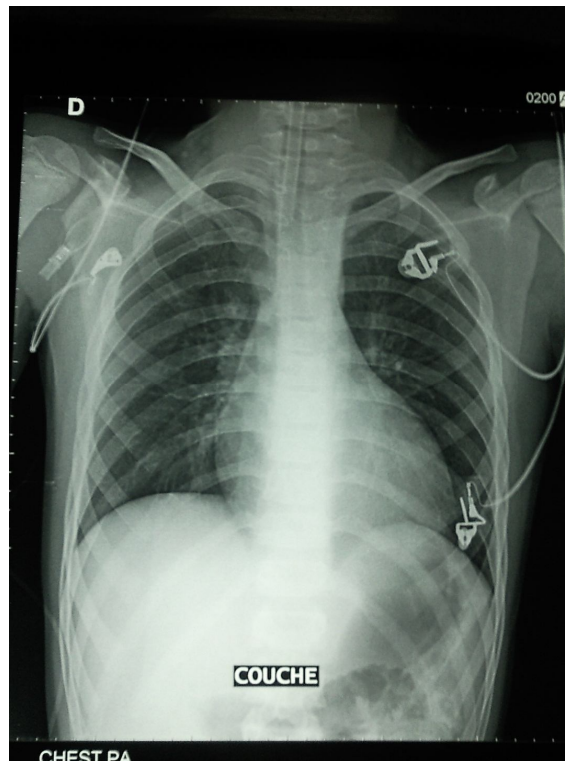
Radiographie thoracique de face (en position couchée)
